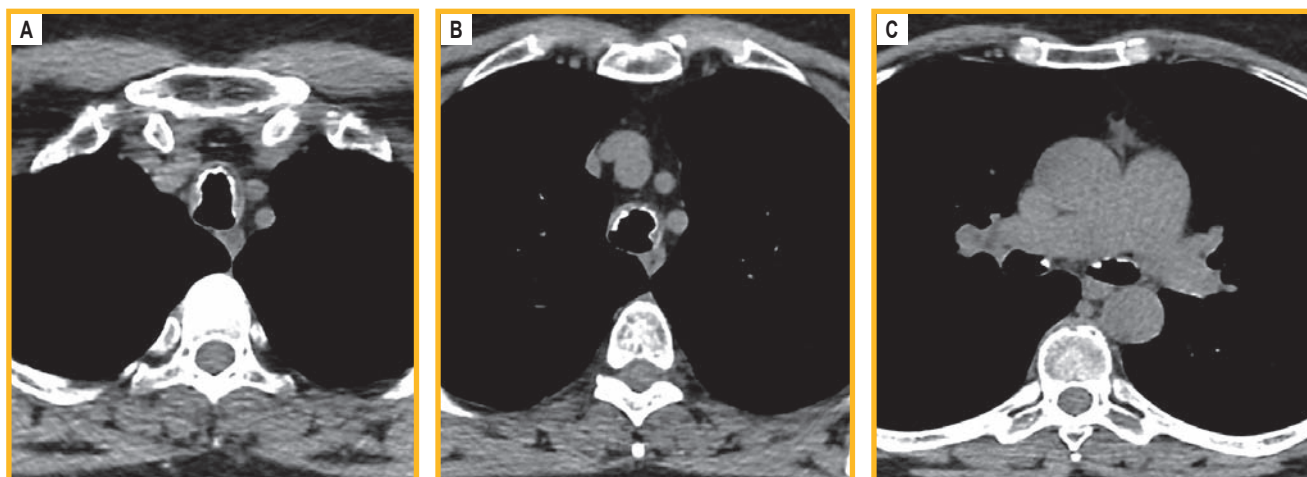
Компьютерная томограмма органов грудной клетки в аксиальной плоскости и мягкотканом режиме на уровне трахеи (А, В) и главных бронхов (С). Определяется неравномерное узелковое утолщение стенки трахеи и главных бронхов с признаками кальцинации патологических узелков. Узелки выступают в просвет трахеи и бронхов. Задняя (мембранозная) часть стенки трахеи и бронхов при этом не изменена
